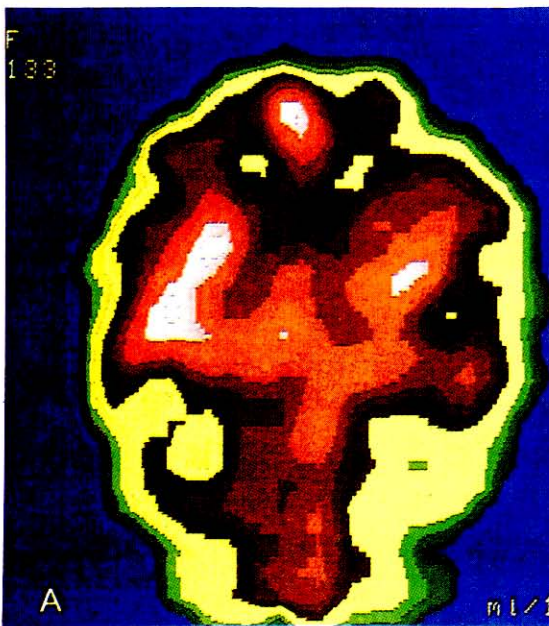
SPCET de paciente de 69 años con enfermedad de Alzheimer. Se observa flujo sanguíneo de 18 a 25 ml/100g/min. en corteza tèmpero-parietal posterior mientras que el flujo máximo de 46 ml/100g/min ocurre en la corteza motora. La figura B muestra un SPECT con HMPAO del mismo paciente con 50% de reducción de flujo en región tèmpero-parietal posterior.
